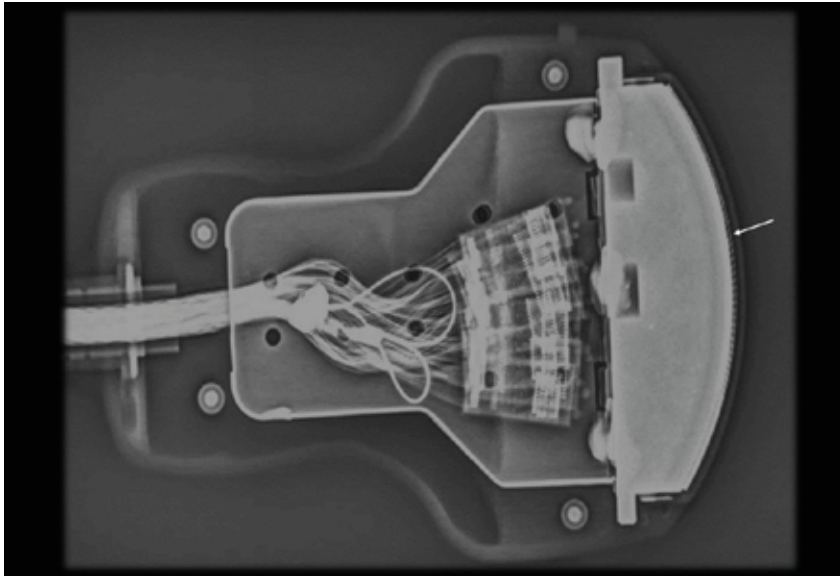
Radiografía de una sonda de ecografía actual. Nótese la multitud de pequeños cristales piezoeléctricos (flecha) que hay en su superficie, permitiendo obtener todas las líneas de la imagen a la vez.
